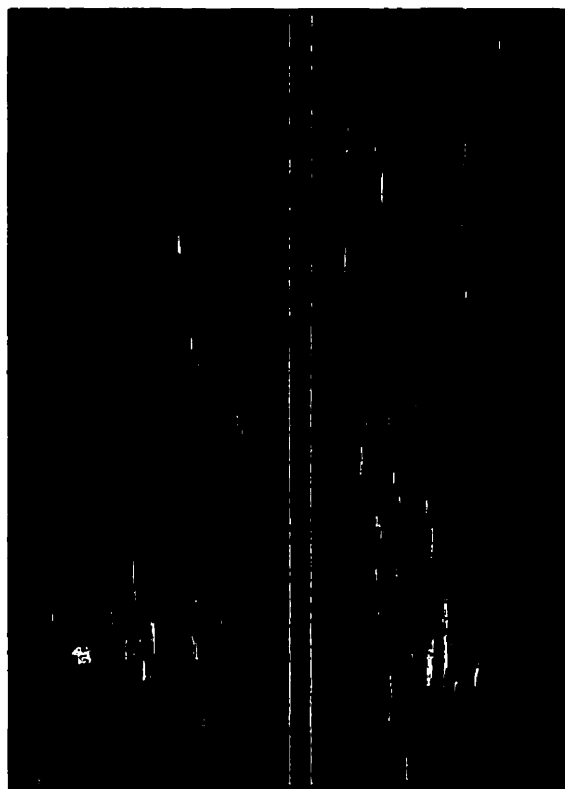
Vue longitudinale du fantôme par endoscopie ultrasonique.
